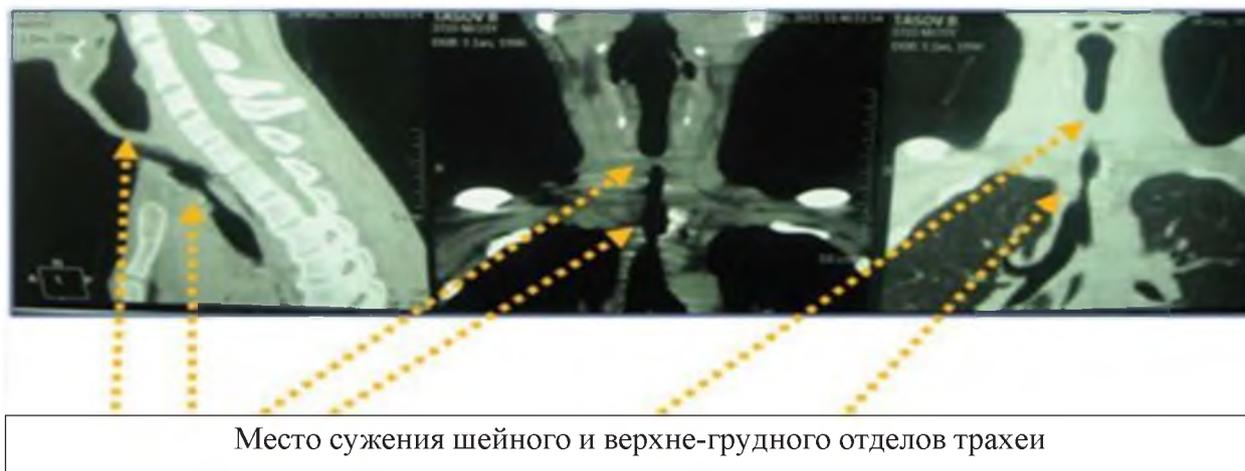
МСКТ: двухуровневое поражение трахеи.
